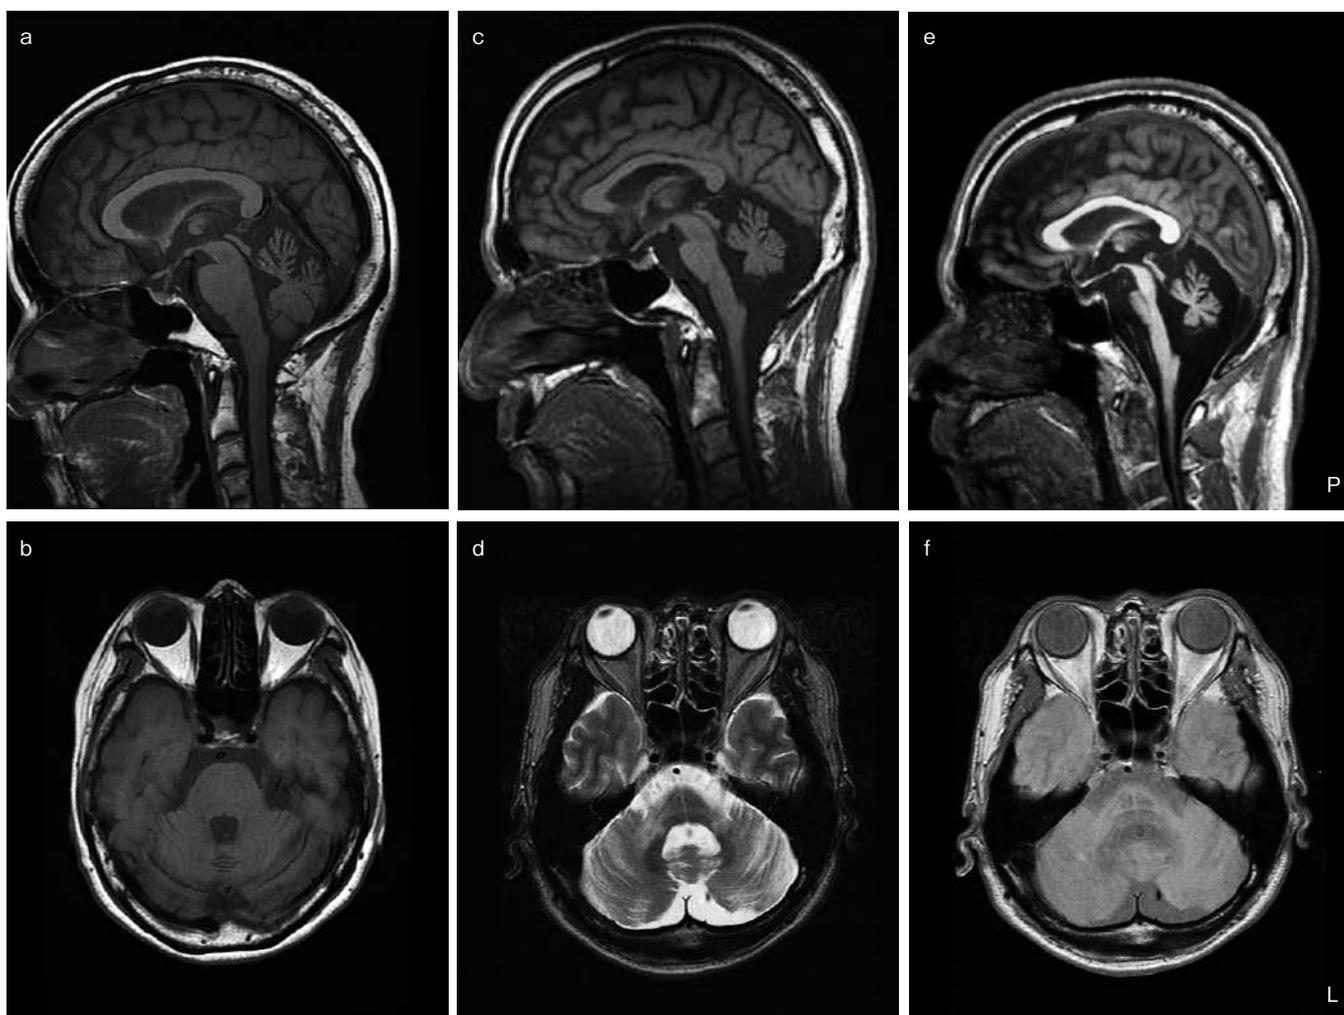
脊髄小脳変性症と多系統萎縮症の脳MRI所見
